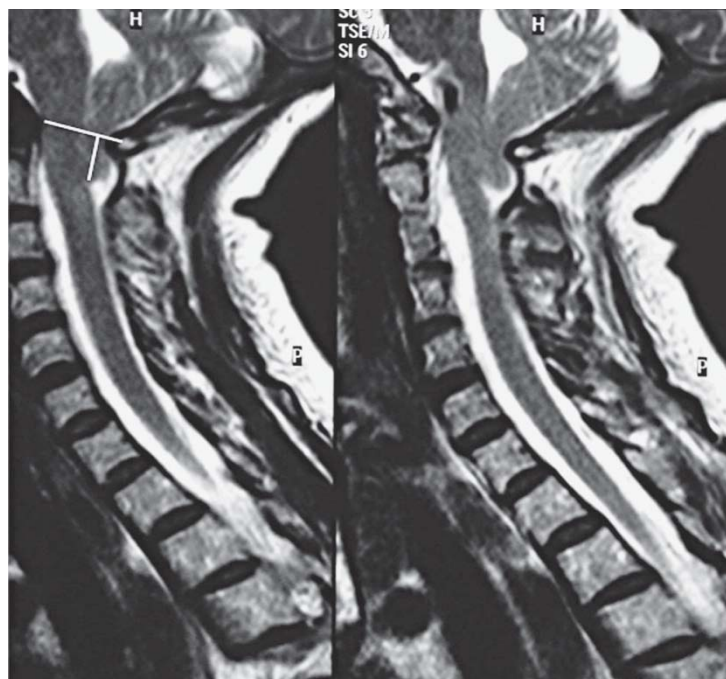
Coupe sagittale d'une IRM crâno-cervicale montrant une malformation de Chiari de type I typique. Les amygdales cérébelleuses descendent à la marge inférieure de C1. La ligne de McRae montre une hernie des amygdales [153].
